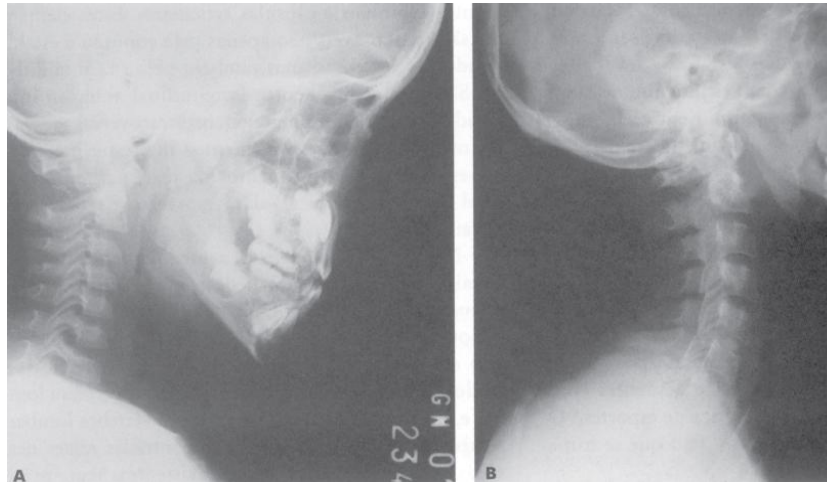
Radiografias da coluna cervical em perfil: Criança
